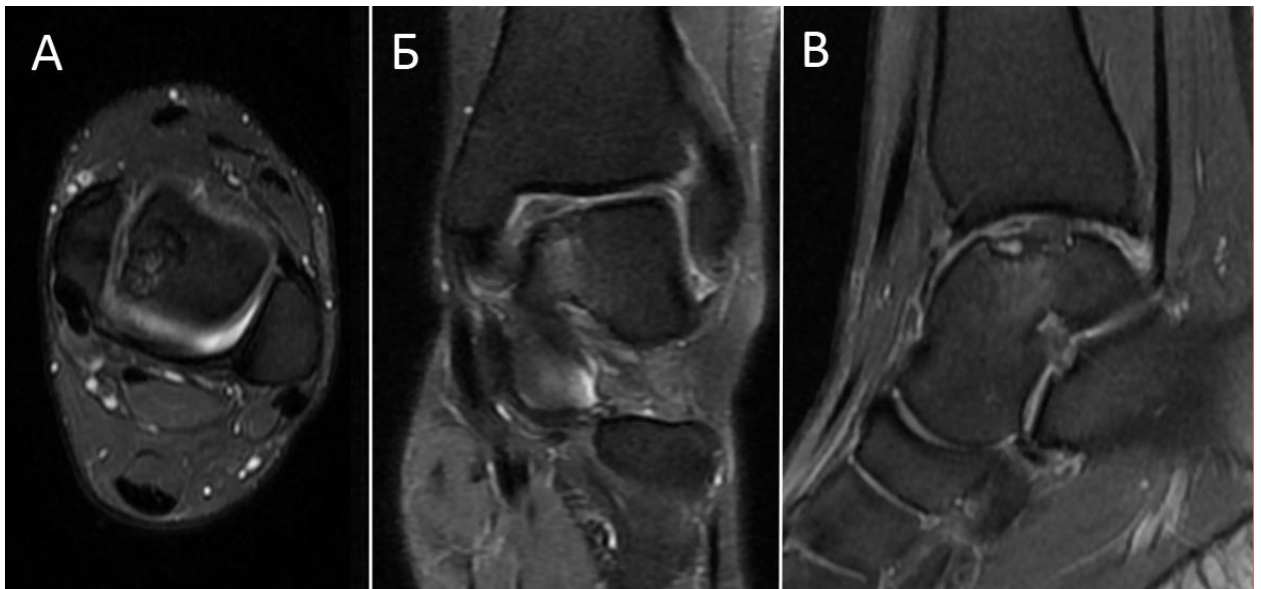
Пациентка Н., 32 лет. Вид ЛОПБТК на МРТ: А – аксиальная плоскость; Б - фронтальная плоскость; Б – сагиттальная плоскость.
